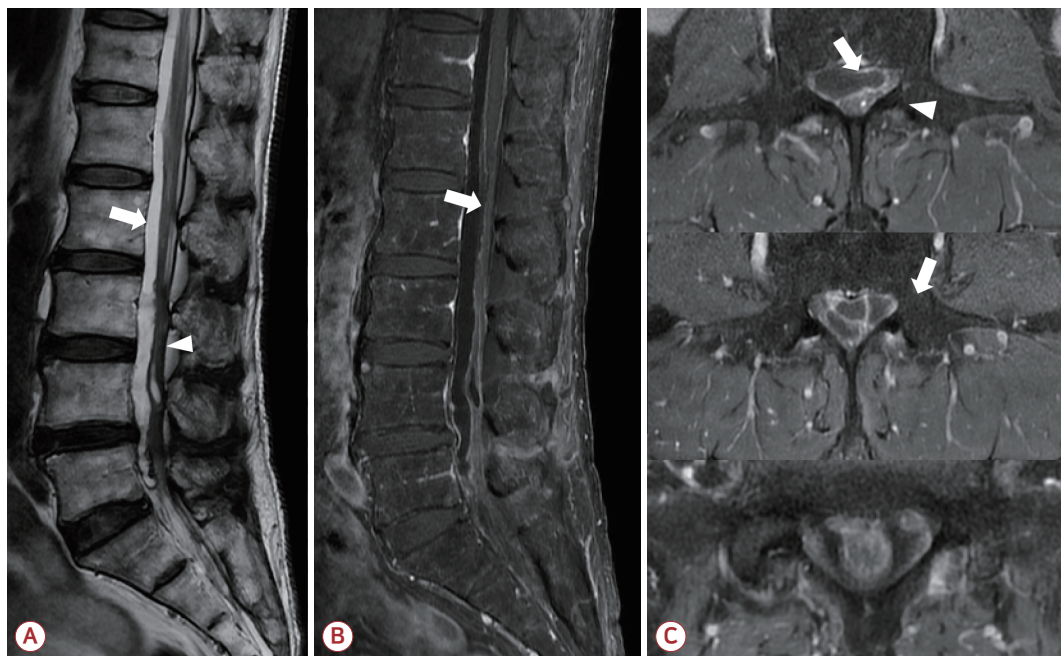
Lumbar spine magnetic resonance image of the patient. (A) Sagittal T2 weighted image, (B) enhanced sagittal T1 weighted image, (C) enhanced axial T1 weighted image, from above, second, fourth lumbar, and sacral levels. A rim-enhanced subarachnoid cyst is observed extensively from the lower thoracic to sacral regions (white arrows), and adhesion of the nerve roots associated with the cyst is revealed (white arrowhead).
